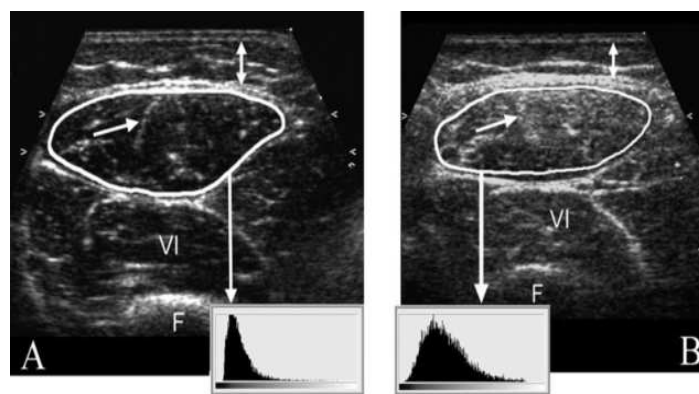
Imagens transversais do músculo quadríceps esquerdo, sendo a da esquerda normal, e a da direita de um doente com distrofia muscular de Duchenne (DMD). O músculo recto femoral, encontra-se delineado e o histograma abaixo, representa a quantificação da intensidade média dos ecos (preto=0; branco=255) ⁽³⁾. In: Pillen, S et al. Muscle Ultrasound in Neuromuscular Disorders. Muscle & Nerve. 2008, Vols. 37: 679-693.
